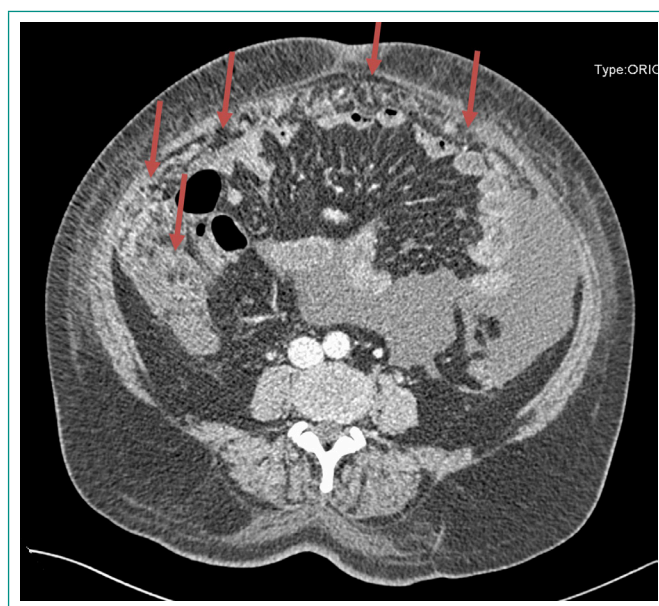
TAC de abdomen con contraste intravenoso. Se señalan múltiples implantes de predominio peritoneal (flechas rojas).
